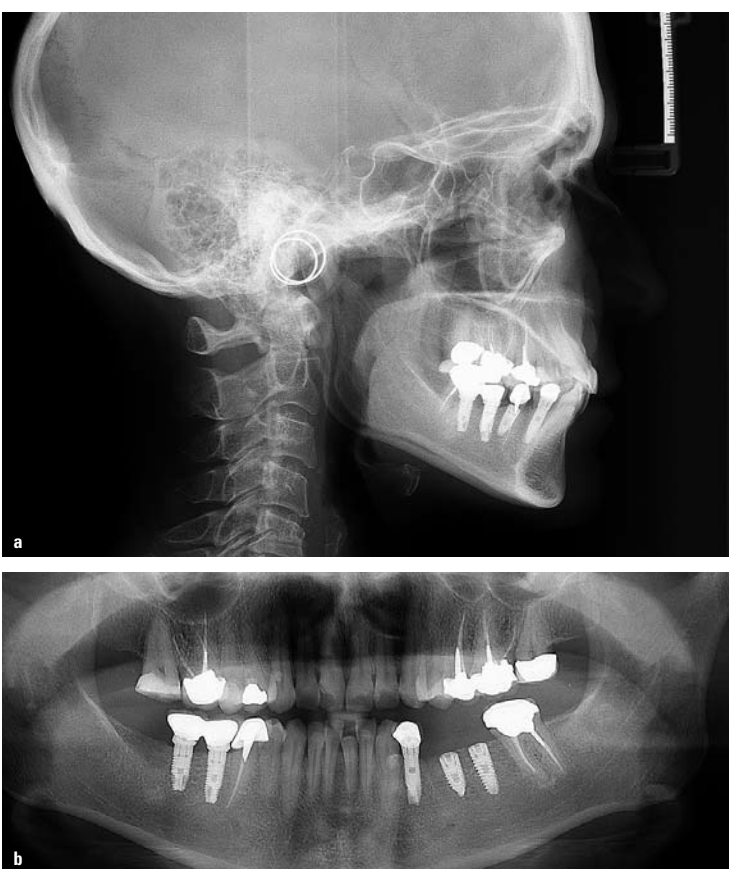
Panorama- und seitliche Schädelröntgenaufnahmen. Zu beachten sind die Implantate im linken unteren Segment, die den Umfang der Bewegung der Frontzähne einschränken und vorgeben.
